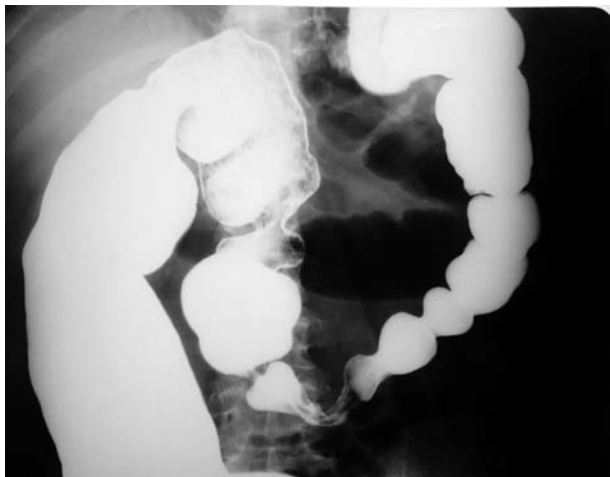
Рентгенограмма пациента К., 46 лет.
